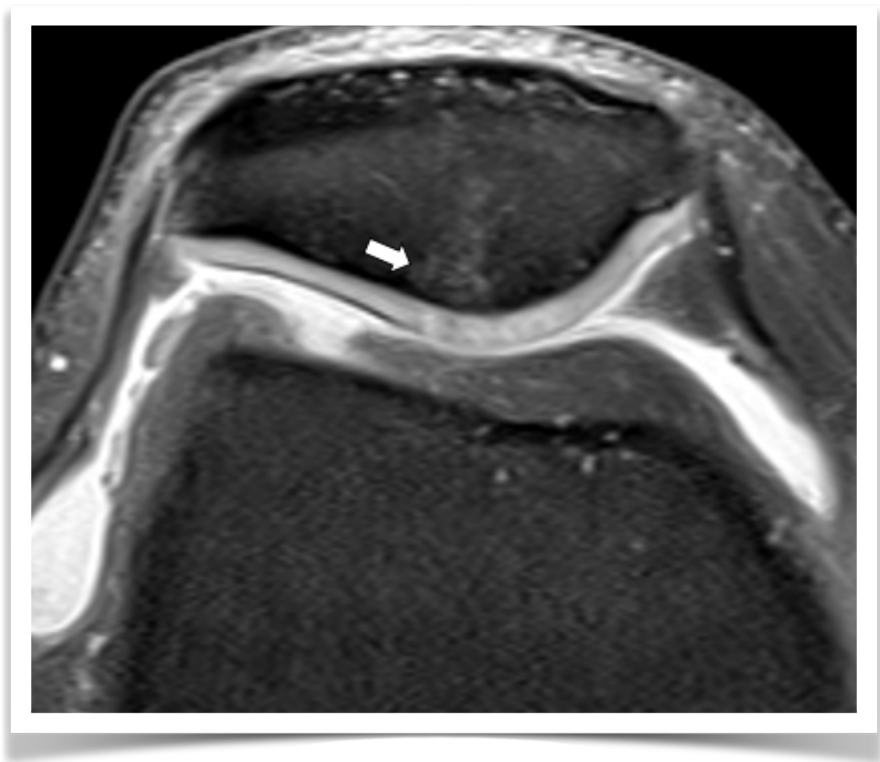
Edema subcondral patelar en RM. Secuencia axial DP con supresión grasa. Foco de alta señal con márgenes mal definidos, que sugiere presencia de pequeñas lesión condral (flecha).
